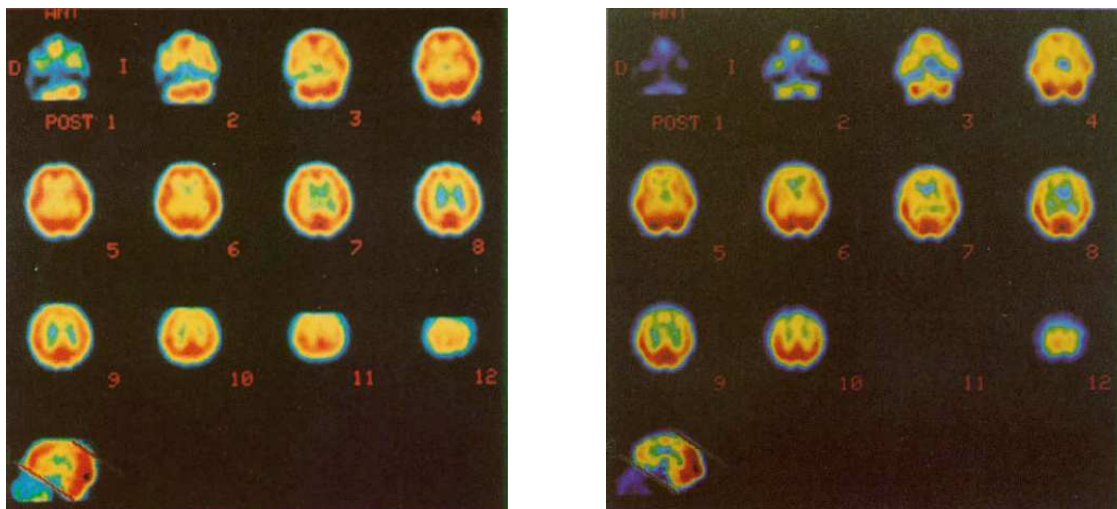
SPECT cerebral que muestra hipoperfusión frontal en la imagen derecha (paciente con esquizofrenia) en comparación con el SPECT de la izquierda (individuo normal).
